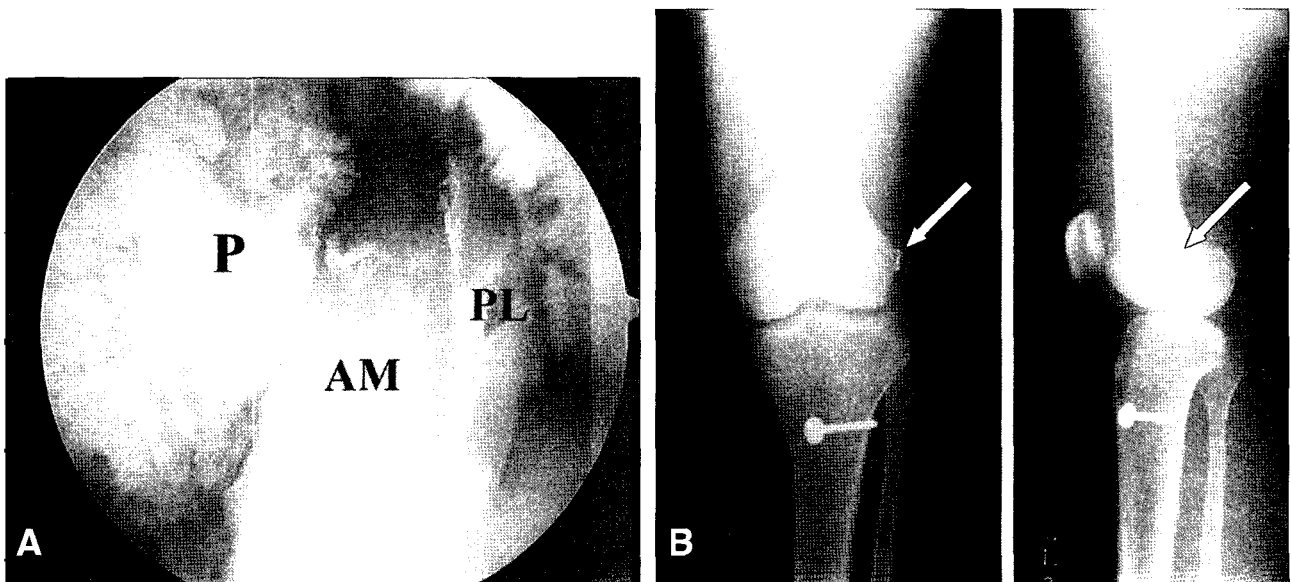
(A) The graft for the anteromedial bundle is seen anteriorly. The posterolateral bundle is observed with good tension on probing at 90-degrees of knee flexion. (B) Postoperative radiographs in anteroposterior and lateral views shows the miniplate (arrow) on lateral femoral condyle.
